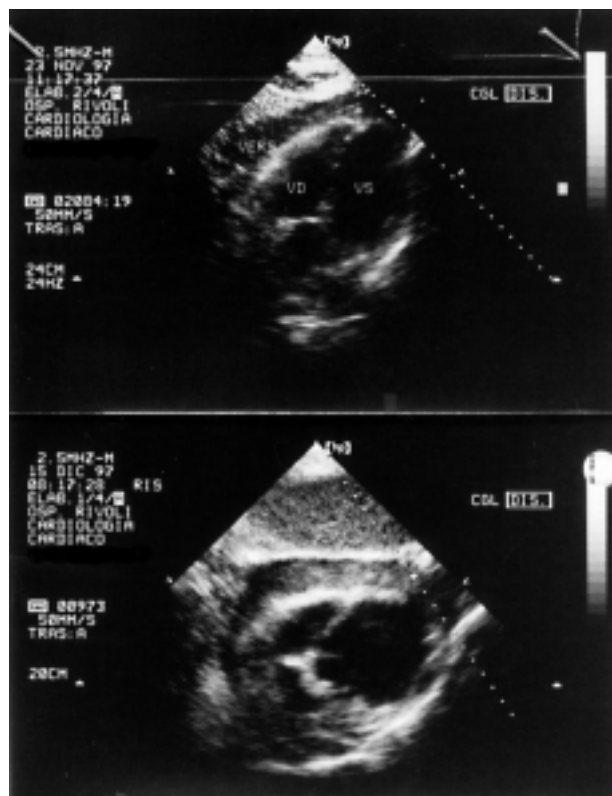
Ecocardiogramma bidimensionale di 2 pazienti, proiezione subcostale. Si evidenzia versamento pericardico (VERS) con presenza di masse eco-dense suggestive di formazioni trombotiche. VD = ventricolo destro; VS = ventricolo sinistro.
